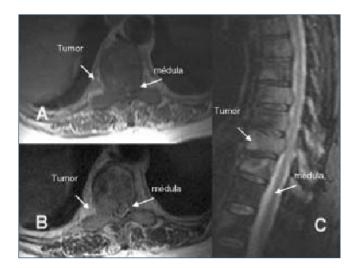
Resonancia magnética nuclear en un paciente con neoplasia de mama: A. Imagen axial potenciada en T1, infiltración metastásica de la vértebra T10 con masa de partes blandas epidural que desplaza y comprime el cordón medular. B. Imagen axial potenciada en T2, infiltración metastásica de la vértebra T10 con masa de partes blandas epidural que desplaza y comprime el cordón medular. C. Imagen sagital potenciada en gradiente T2. Infiltración metastásica de las vértebras dorsales con protrusión del muro posterior en T8 y T10 con un componente de partes blandas epidural anterior que desplaza y comprime la superficie anterior de la médula.
